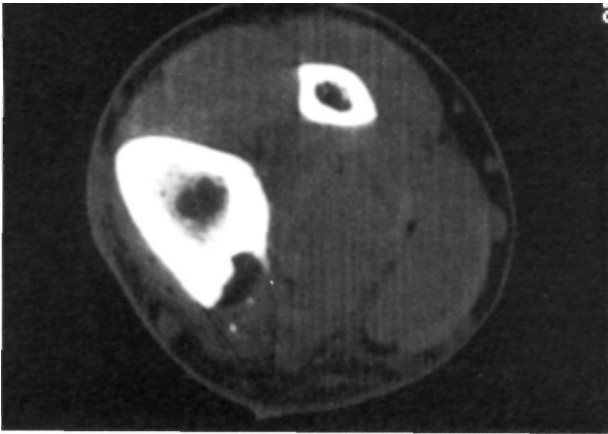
Tomografía Axial Computerizada en el postoperatorio inmediato. Se advierte la desaparición de la tumoración por exéresis de la misma.
